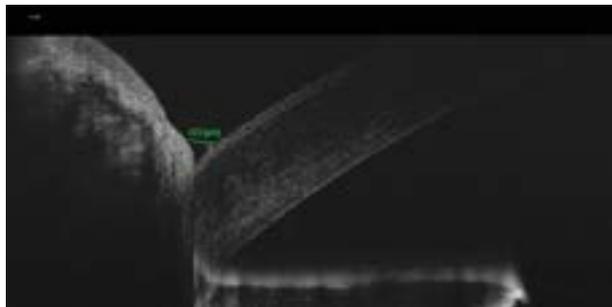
Imagen de tomografía óptica de segmento anterior de menisco lagrimal inferior.
